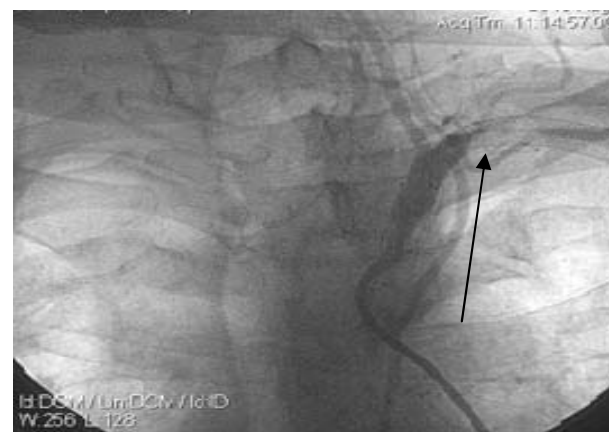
Рентгенконтрасна ангіографія хворого Б. Візуалізується гемодинамічно значимий рестеноз в стенті лівої ПКА (стрілка).
